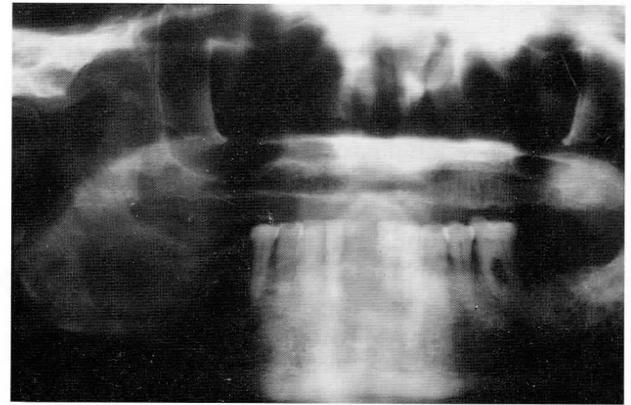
Caso 3: radiografía panorámica que muestra una lesión osteolítica de la hemimandíbula derecha con una fractura simple del cuerpo mandibular.
